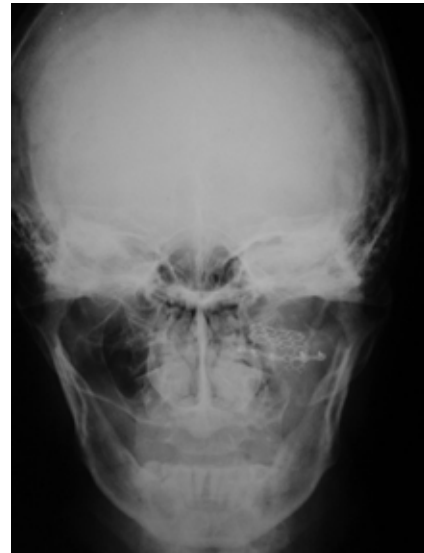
Radiografia pós-operatória mostrando o posicionamento do implante na cavidade orbitária.
